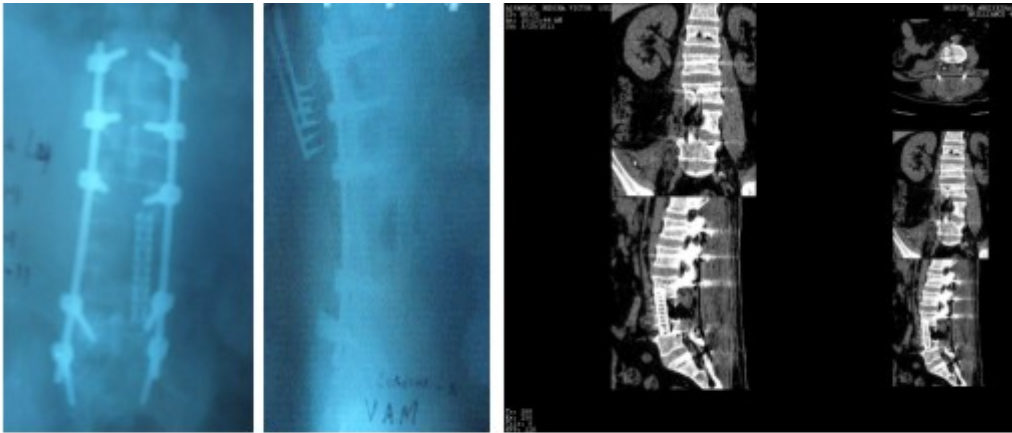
Vistas definitivas de radiografías y tomografía axial computarizada posoperatorias.
